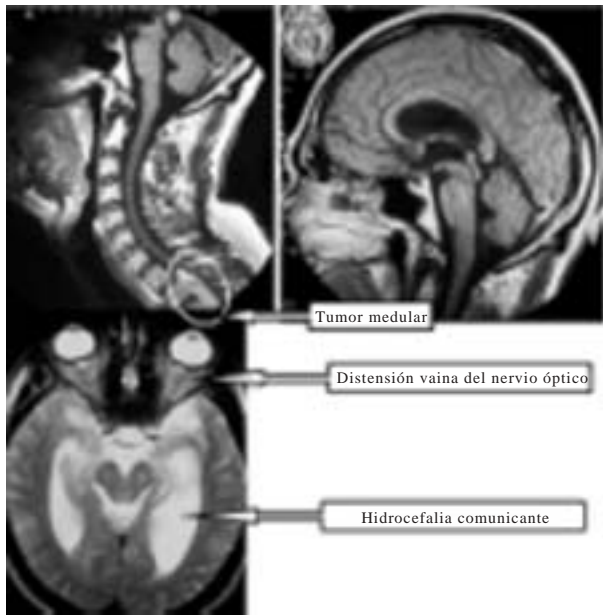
Paciente 1. Resonancia magnética cervico-torácica y cerebral.
